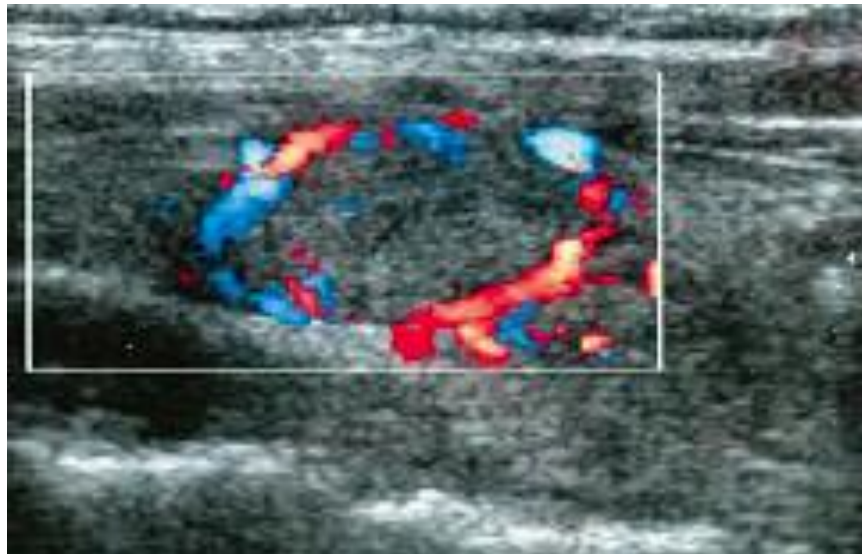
Vascularisation périnodulaire régulière en Echo-doppler couleur.
